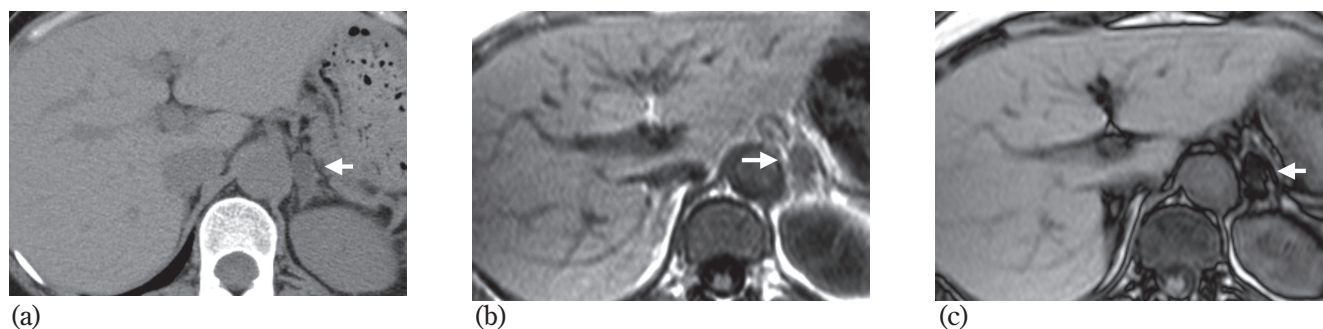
Primary hyperaldosteronism in 65 year-old-woman (Type 1). (a)Unenhanced transverse CT scan shows left adrenal mass measuring 8 HU. (b)in-phase image;(c)opposed-phase image; A 79% decrease was seen between in the in-phase and opposed-phase images obtained using dual chemical shift method.
